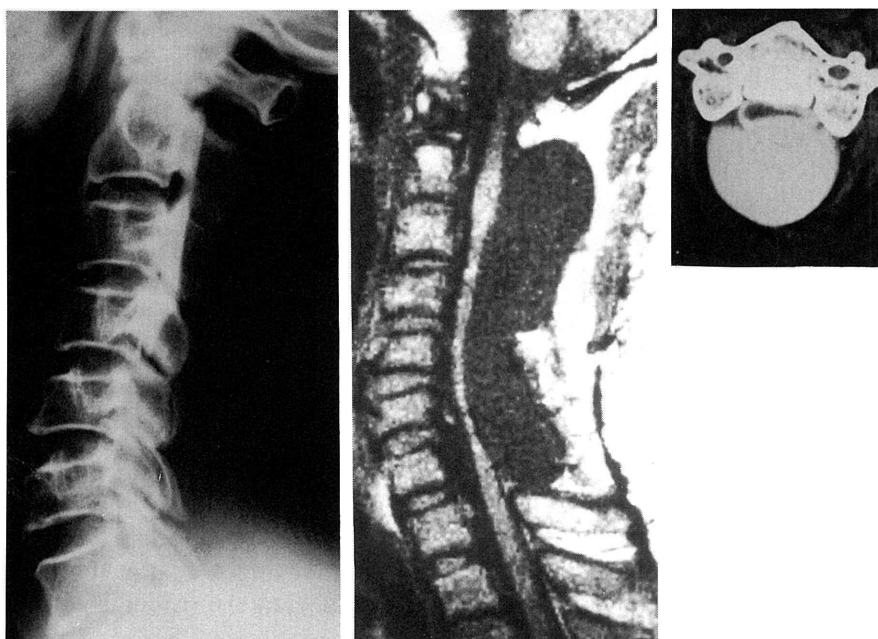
44 歳、男性、昭和 57 年 9 月 C2-7OPLL に対し椎弓切除と硬膜切開を施行。症状はやや軽快するも昭和 60 年頃より、漸次両手しびれ、歩行障害、膀胱障害が出現。昭和 61 年 4 月再入院。MRI、CTM にて術後偽性髄膜嚢腫と診断する。安静にて軽快傾向があるため一時退院するも、再増悪したため昭和 62 年 3 月嚢腫摘出術を施行し症状の改善をみた。
